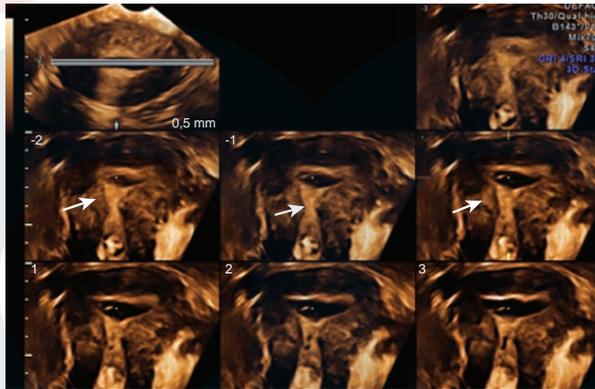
Imágenes de ultrasonido tomográfico del útero que muestran la presencia de sinequias intrauterinas gruesas de tejido que atraviesan la cavidad endometrial y pueden tener la misma ecogenicidad que el miometrio y están unidas a ambas paredes uterinas. En la sonohisterografía, se observa que la cavidad uterina media se contrae y no se distiende completamente a pesar de una presión y volumen de líquido adecuados (flechas).
